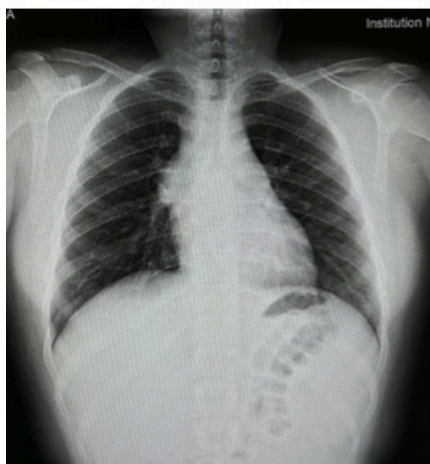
Radiografía de tórax anteroposterior y lateral: marco óseo conservado. Índice cardiotorácico normal. Hilios no congestivos. Espacios costofrénicos libres, no evidencia de derrame pleural. Marcado ensanchamiento mediastínico anterior
